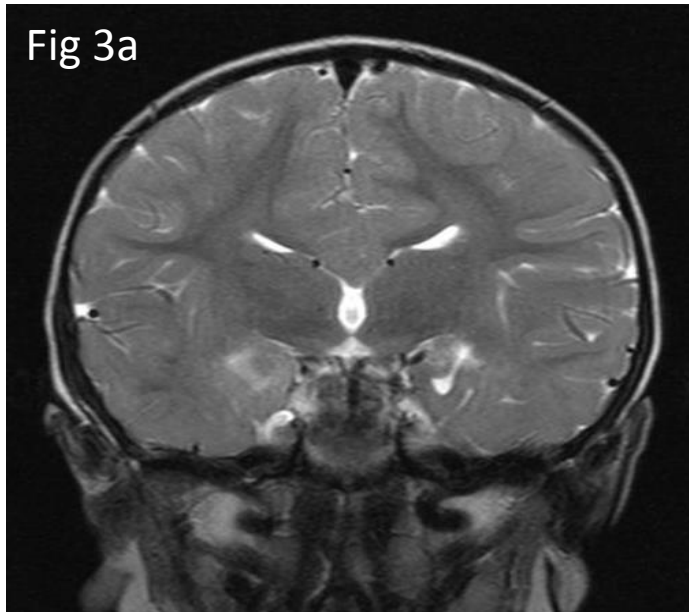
Holoprosencéphalie lobaire de diagnostic échographique anténatal
